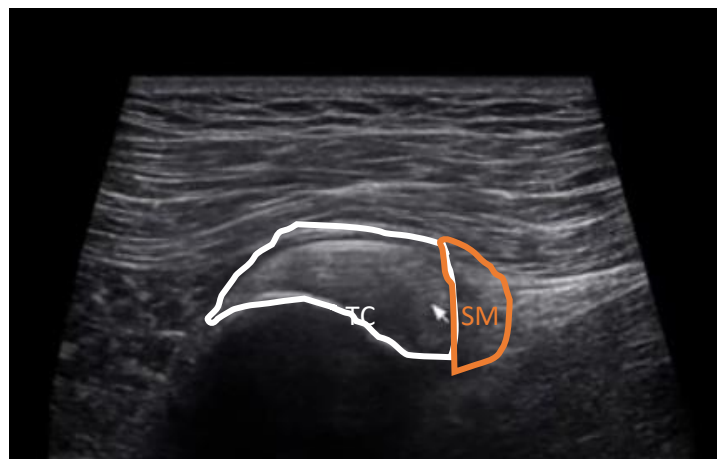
Coupe transversale échographique de l'enthèse proximale des ischio-jambiers avec le tendon conjoint (TC) et le tendon du semi-membraneux (SM).
